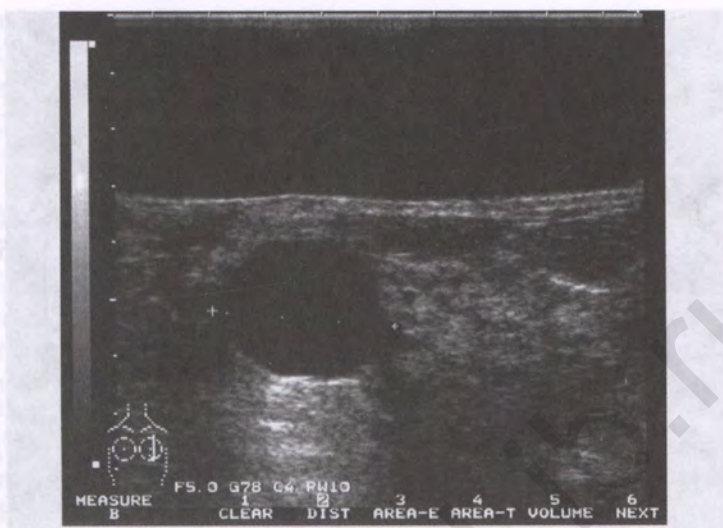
Ультразвуковая томограмма кисти
